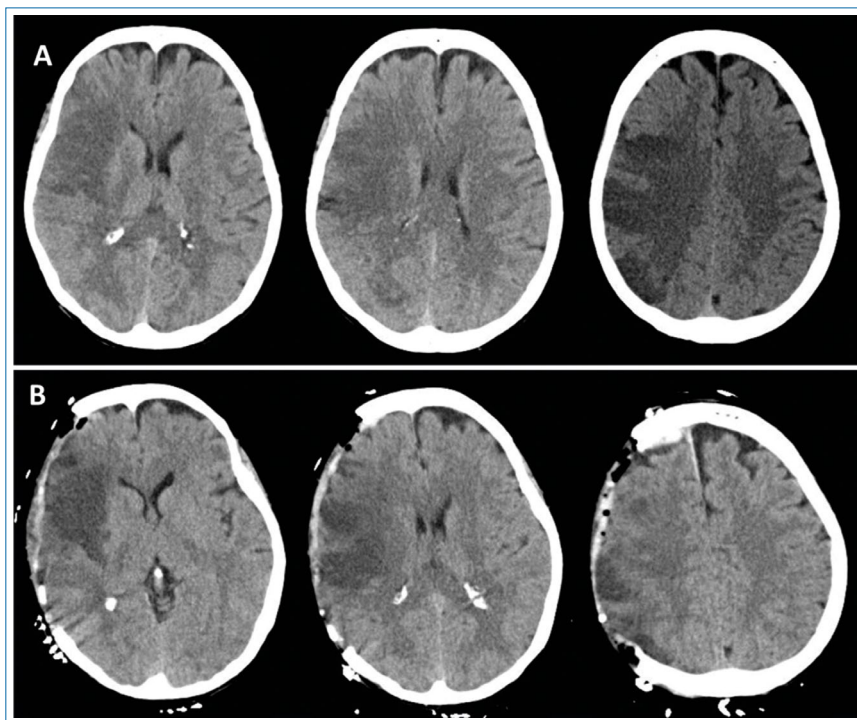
TC basal con infarto maligno de ACM derecha. (A) TC a las 24 horas mostrando áreas hipodensas en territorios corticales dependientes de ACM derecha y leve efecto de masa sobre hemisferio contralateral. (B) TC de control a las 48 horas postcraniectomía. Fuente: autores.
